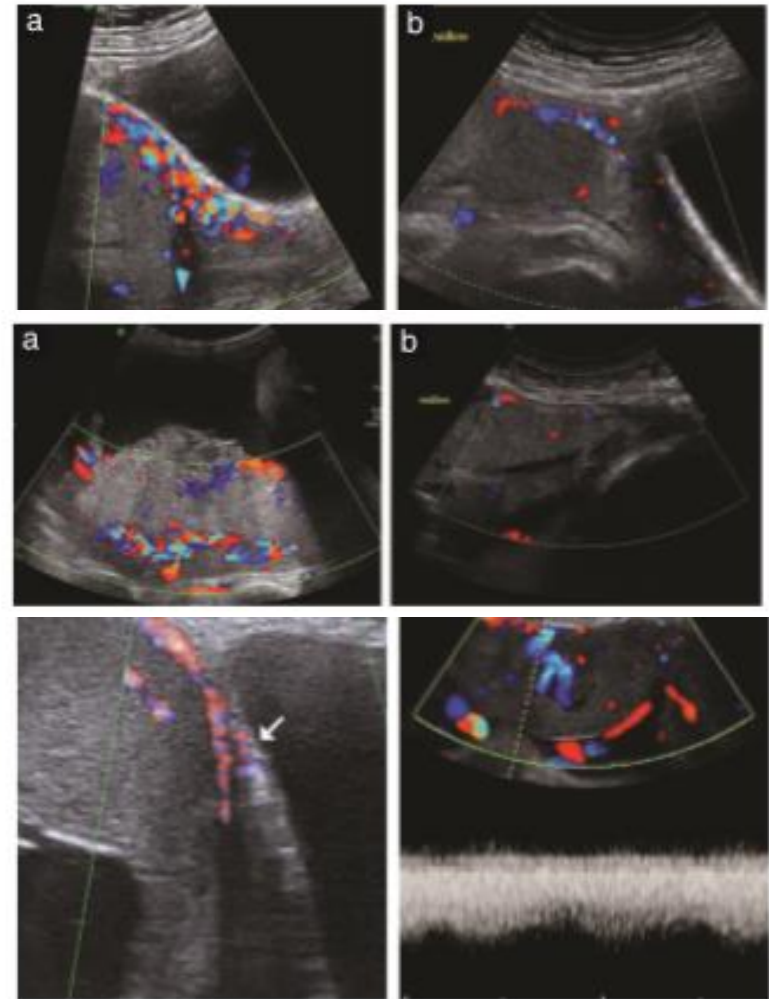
Bridging vessels on color Doppler ultrasound. Figure 10 Placental lacunae feeder vessel on color Doppler ultrasound.
